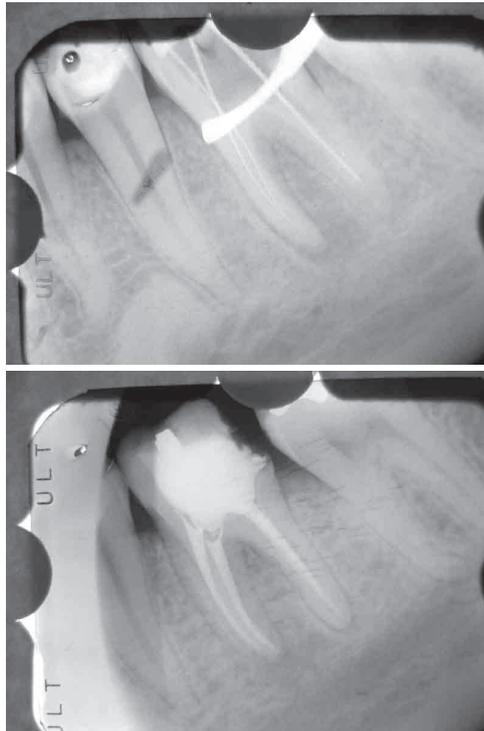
Caso 2 Odontometria e radiografia final.
